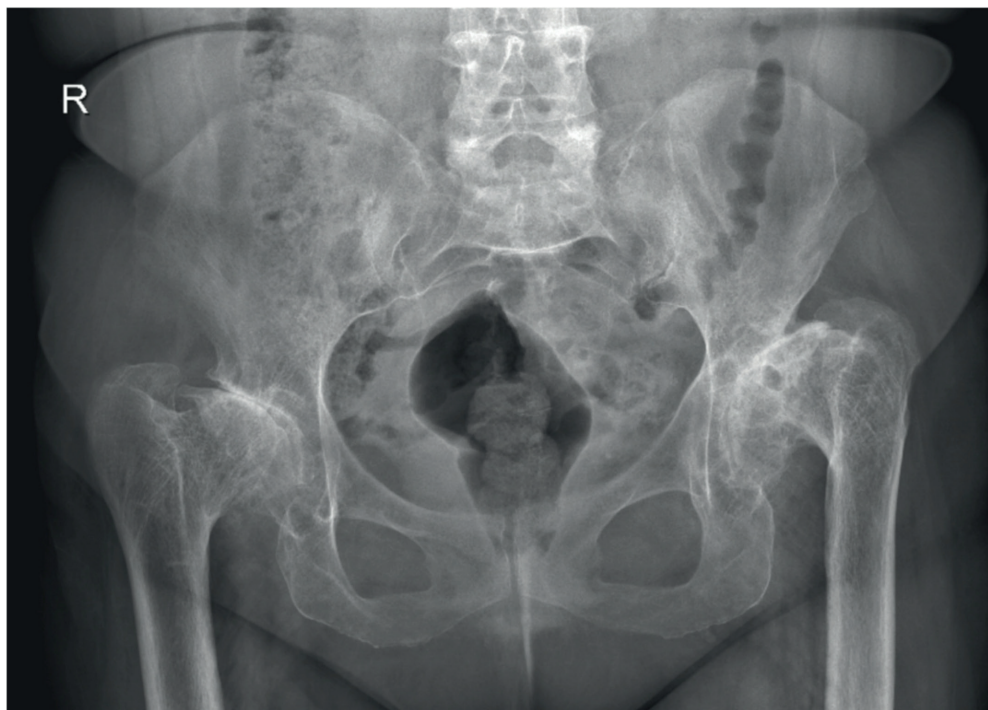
Radiografía AP pelvis.
